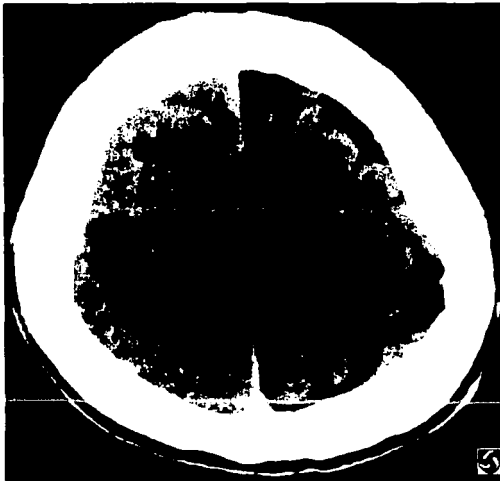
Imagen de una Tomografía Axial Computerizada la cual muestra hemorragia e hipertensión intracranéana.
